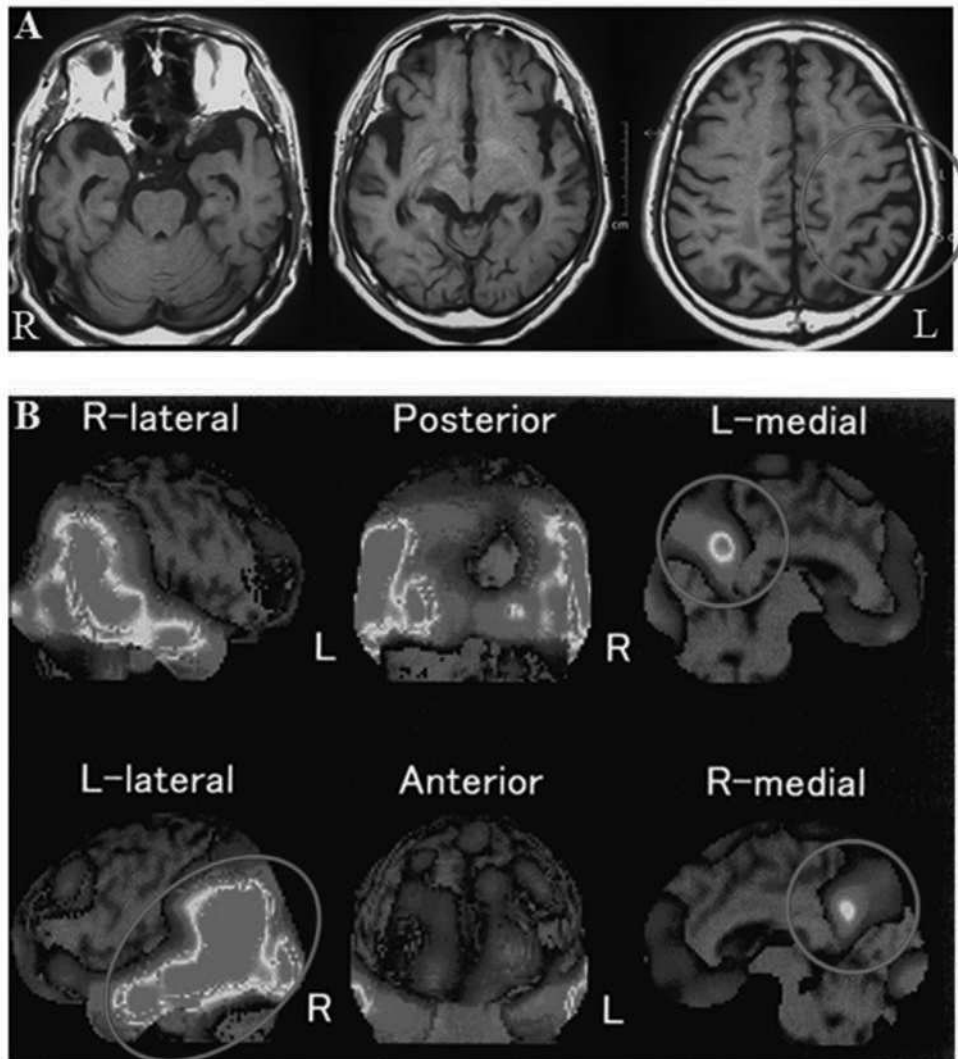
症例3 (LPA) の画像所見 (MRI, SPECT)
